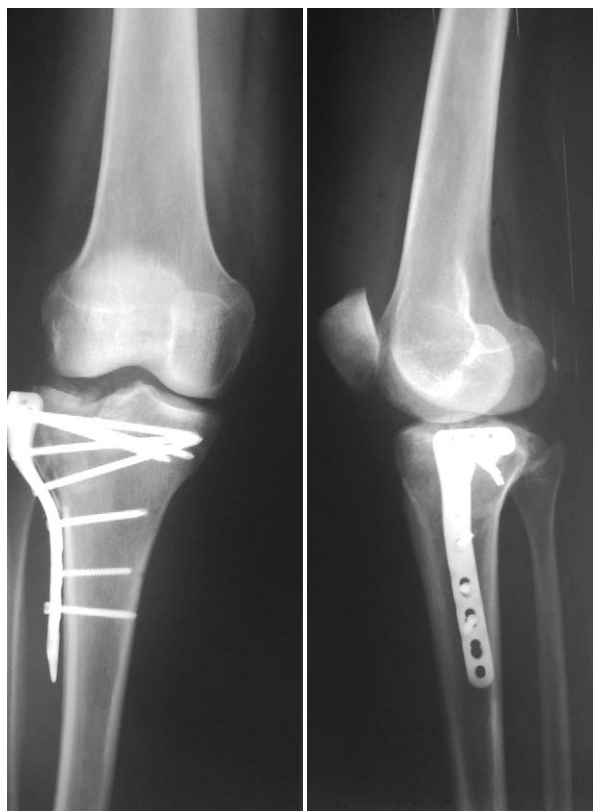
Пациентка Е., 41 год. Послеоперационная рентгенограмма (на снимке видны установленные металлоконструкции через зону перелома мыщелков, ось конечности сохранена, дисконгруэнтность суставной поверхности менее 2 мм)
